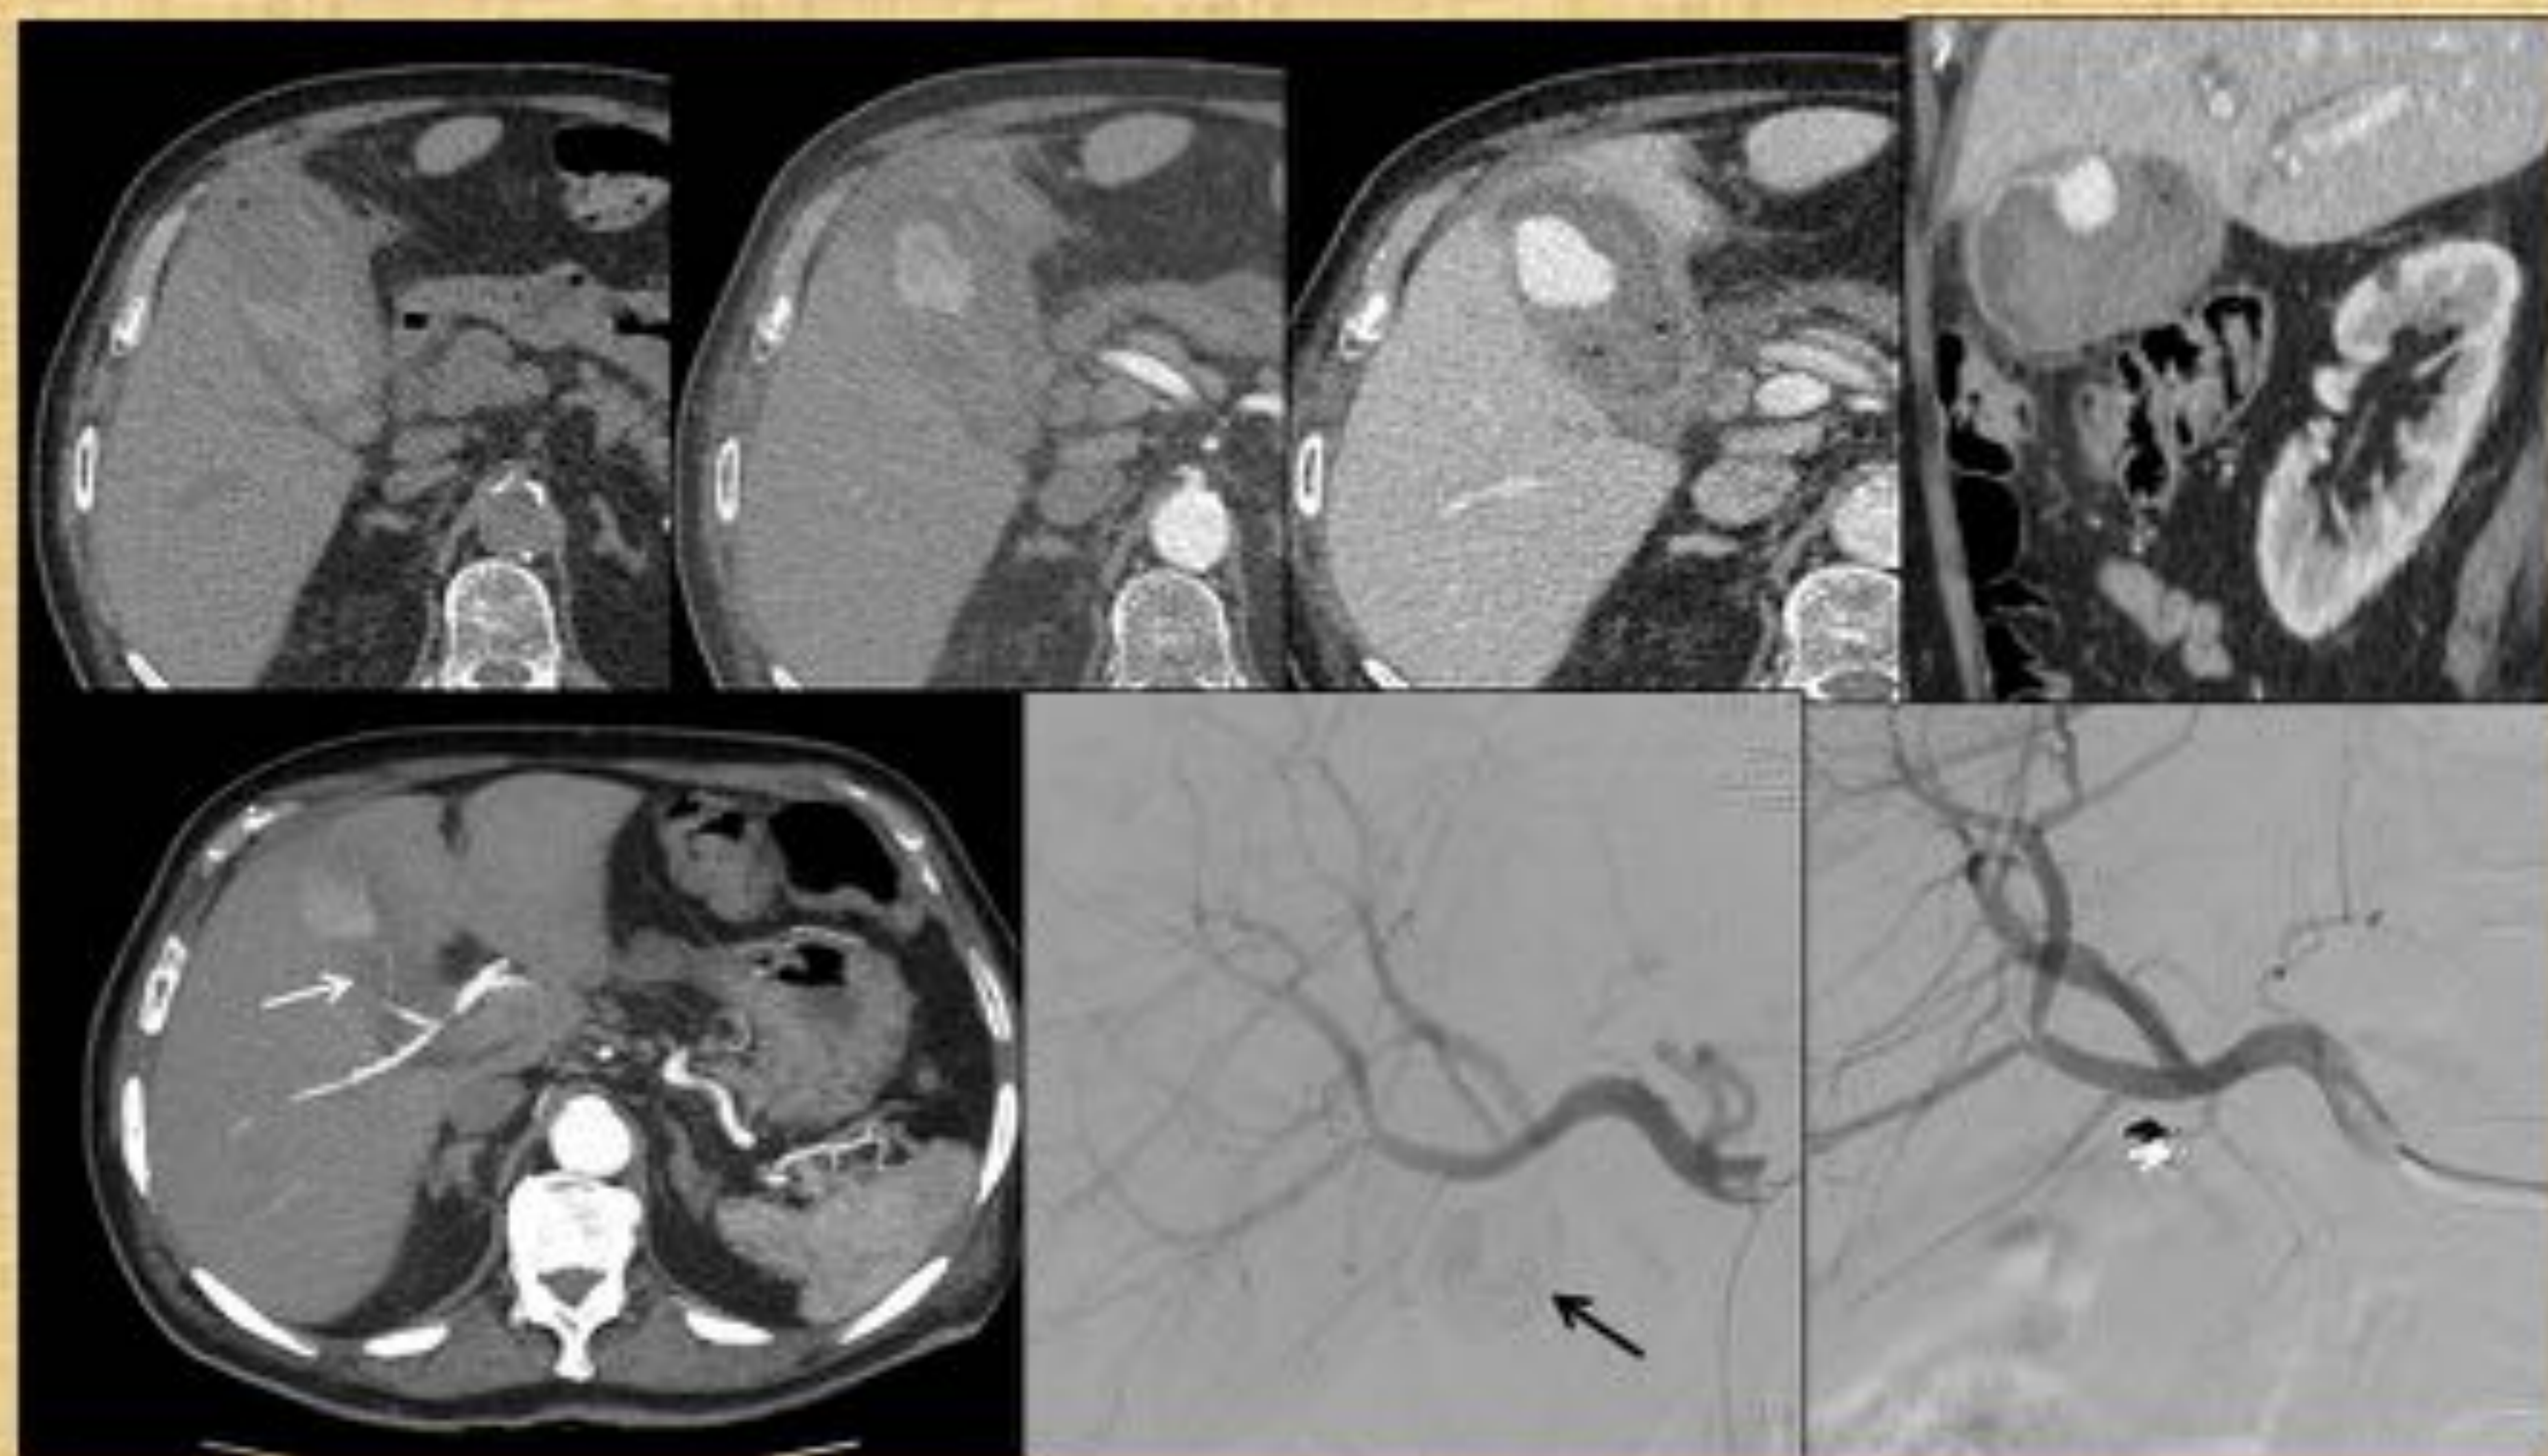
Mismo paciente que en Figura 5. Estudio de TC dinámico que demuestra el componente hemorrágico intraluminal como contenido hiperdenso en el estudio sin contraste y la imagen de pseudoaneurisma apreciado en la ecografía dependiente de pared, con relleno máximo de contraste en fase venosa. Reconstrucción MIP axial que demuestra el vaso origen del pseudoaneurisma que correspondía a la arteria cística, rama de la arteria hepática. El paciente fue tratado con embolización con resultado satisfactorio.
